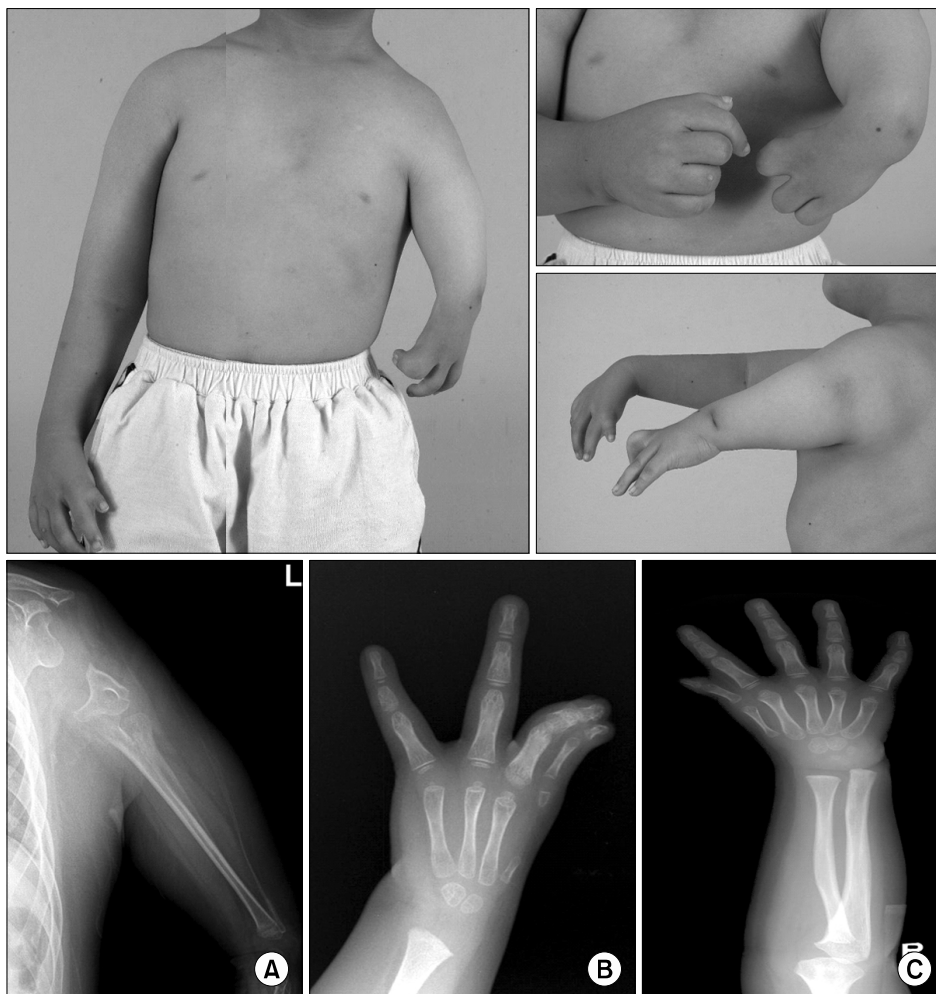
Unilateral phocomelia (Lt.) with contralateral upper extremity deformity. (Case 2) Lt, upper extremity radiograph shows abnormal glenoid, absence of proximal humerus and synostosis of ulna and radius. (A) Lt, hand had 4 digits with syndactyly of 1st and 2nd finger (B). Rt, upper extremity has radial club hand and hypoplastic thumb. (C) This case can be classified as type B by Tytherleigh-Strong and Hooper and proximal radial longitudinal dysplasia by Goldfarb et al.
